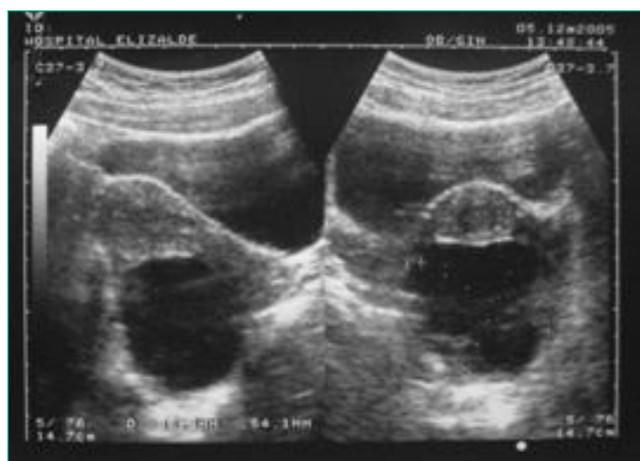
Ecografía (caso 2) muestra la presencia de una masa quística (anecóica) por detrás del útero (espacio de Douglas)
